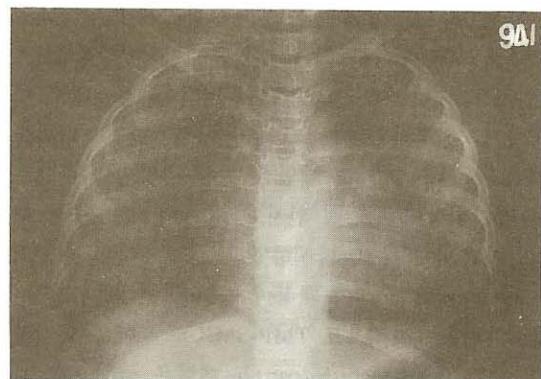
Chest radiograph finding consisted of bilateral diffuse infiltrates beginning in the perihilar regions.
